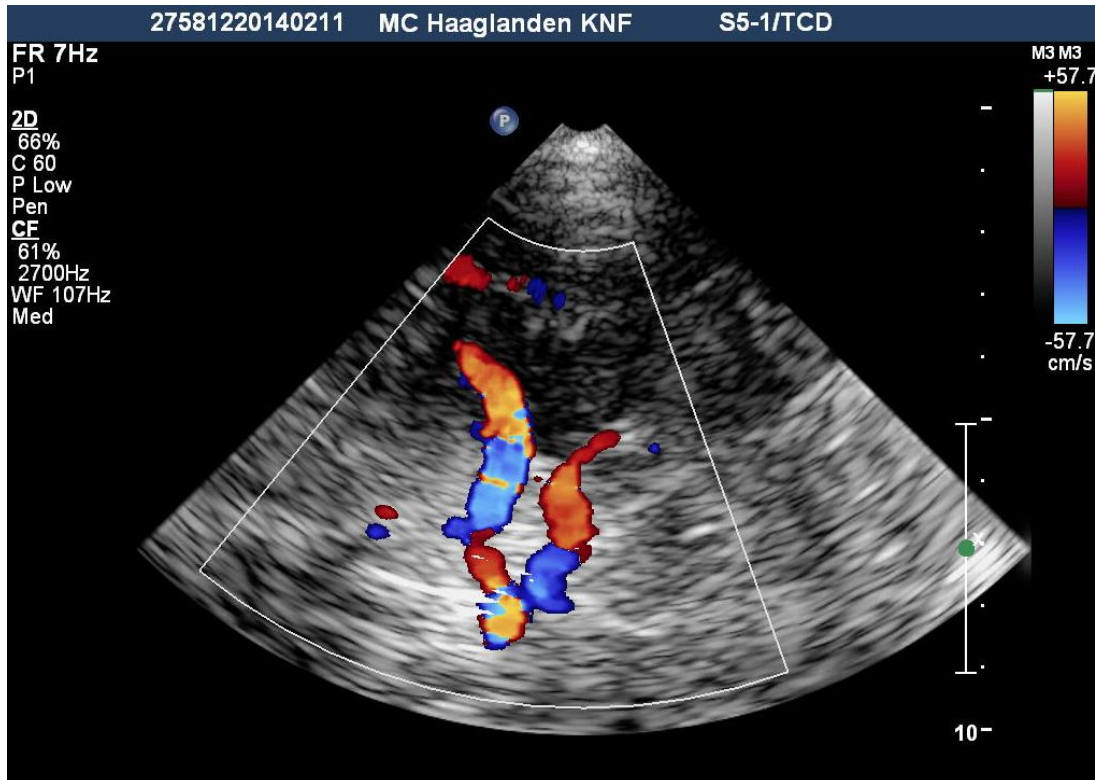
Cirkel van Willis met TC-duplex.
